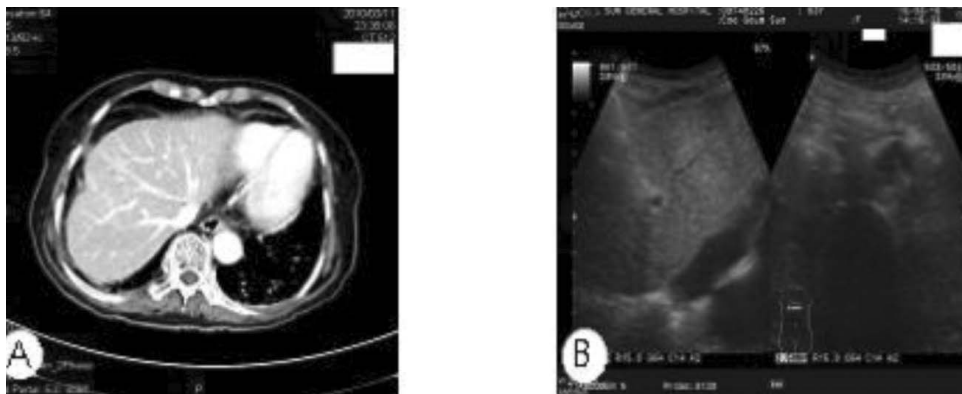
Abdominal CT showed liver volume is decreased (A) Abdominal-Ultrasonography showed fatty liver and coarse liver echo texture (B).
